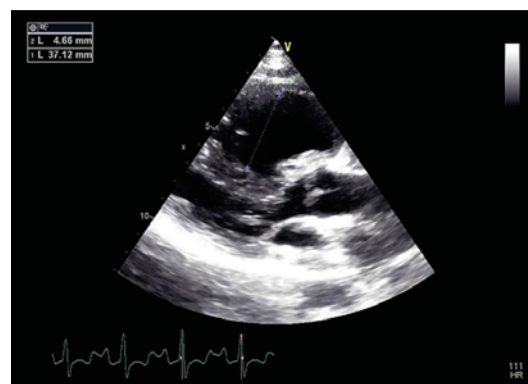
Ecocardiografie transtoracică (secțiune parasternală ax lung): bombarea septului interventricular către ventriculul stâng
